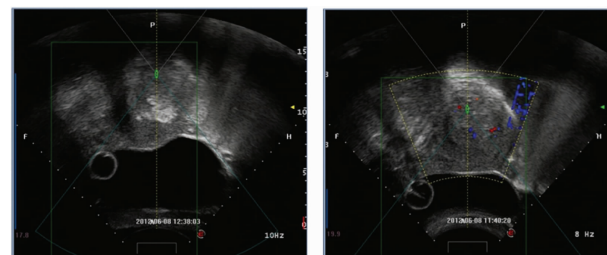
HIFU 治疗胎盘植入术前及术后超声图像
